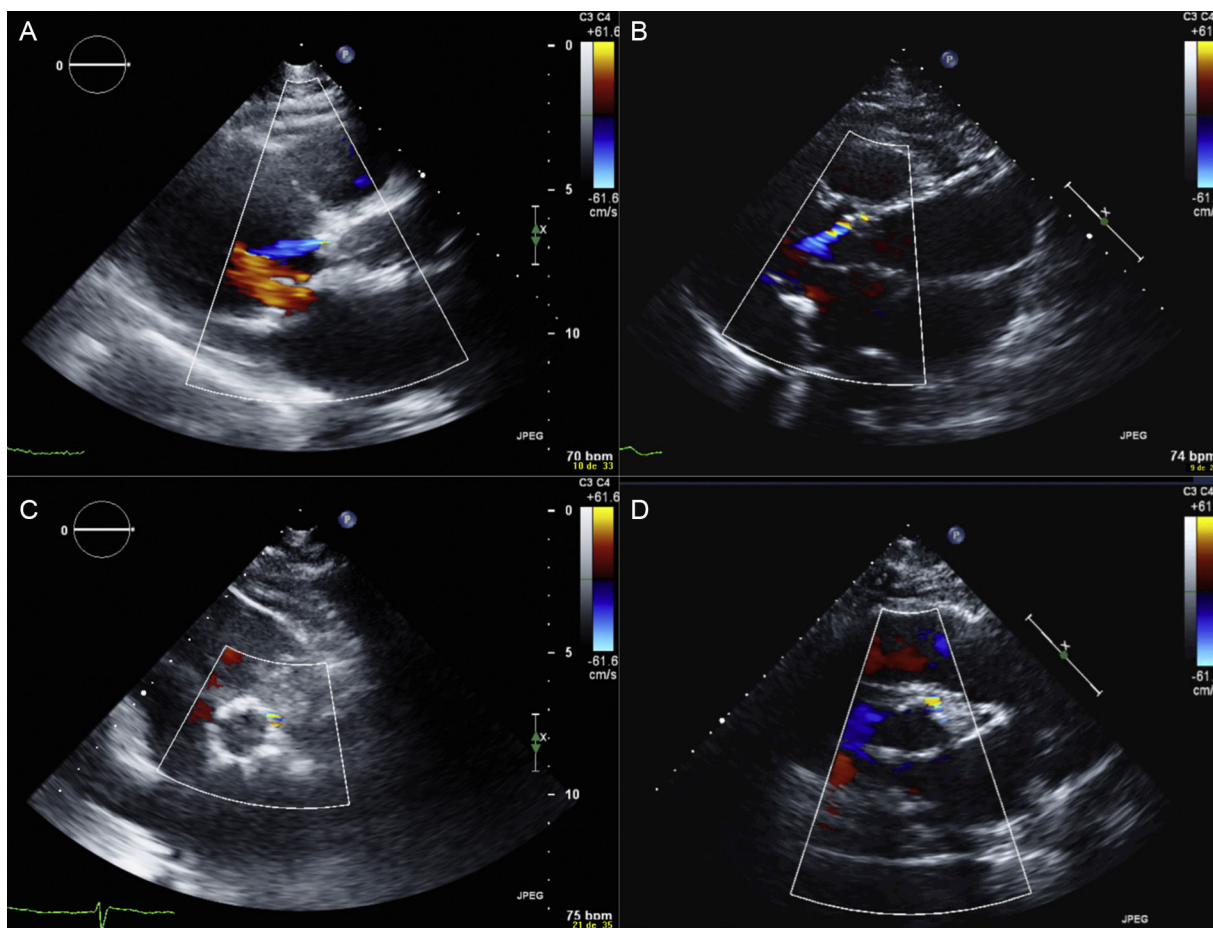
Imágenes de ecocardiografía tras la intervención en 2 pacientes sometidos a implante percutáneo de válvula aórtica empleando la válvula Portico (A y C) y la válvula SAPIEN XT (B y D). Fuga paravalvular leve tras implantar una válvula Portico (A: eje largo; C: eje corto) y una SAPIEN XT (B: eje largo; D: eje corto). Esta figura se muestra a todo color solo en la versión electrónica del artículo.
